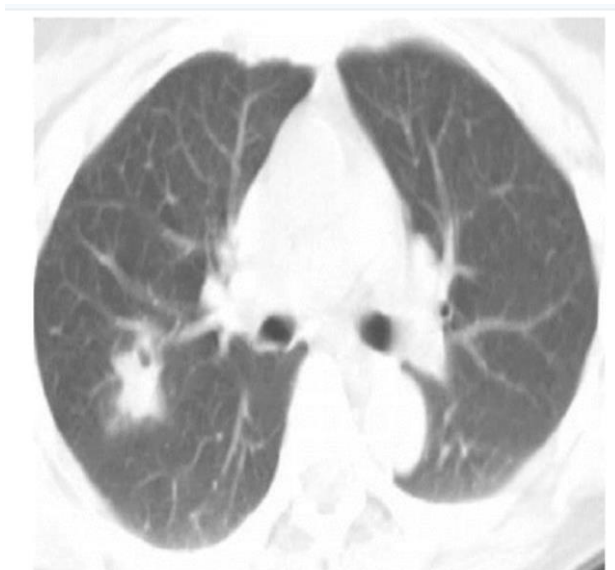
Chest CT showing right upper lobe parenchymal lesion and mediastinal lymphadenopathy
